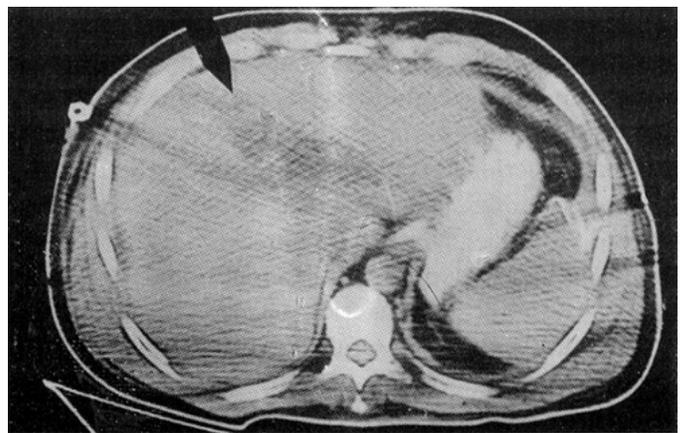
Tomografía axial computada de abdomen. Se señala una colección hipodensa de contornos irregulares dentro del parénquima hepático en la zona del segmento 7 y 8.
